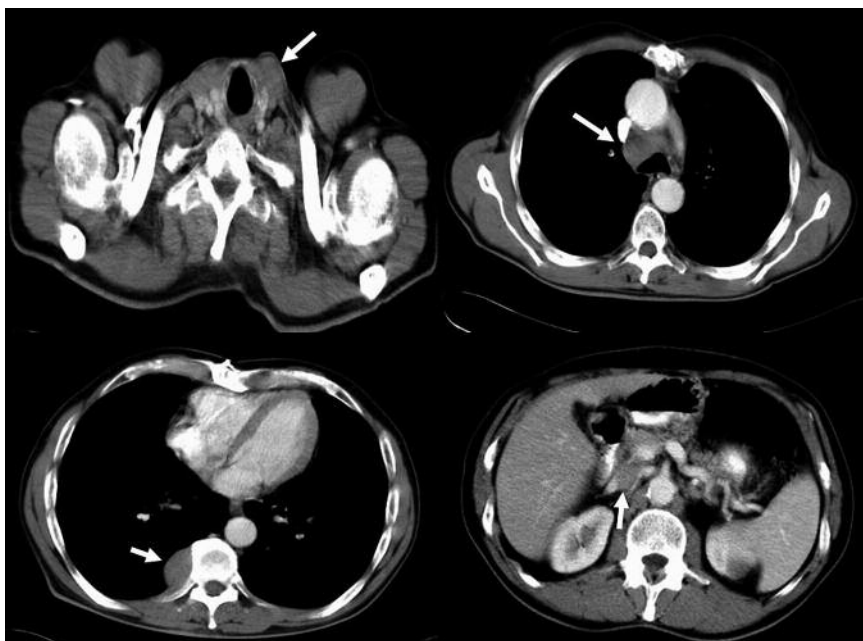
Estudio de extensión mediante TAC en la que se observan adenopatías paratraqueales, mediastínicas, pleurales y mesentéricas.
